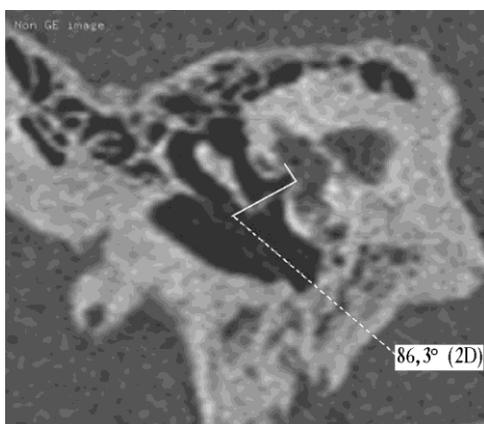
Томограмма пациента А., 28 лет, косая проекция. Угол между подножной пластиной стремени и нижней стенкой ниши окна преддверия составляет 86°
